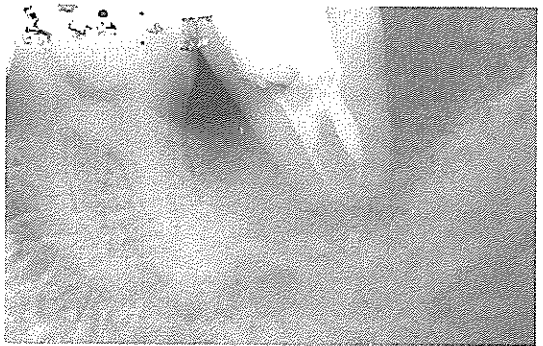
6개월 check-up 시 X-ray 사진. 치주조직이 치유되지 못한채 남아 있다.
